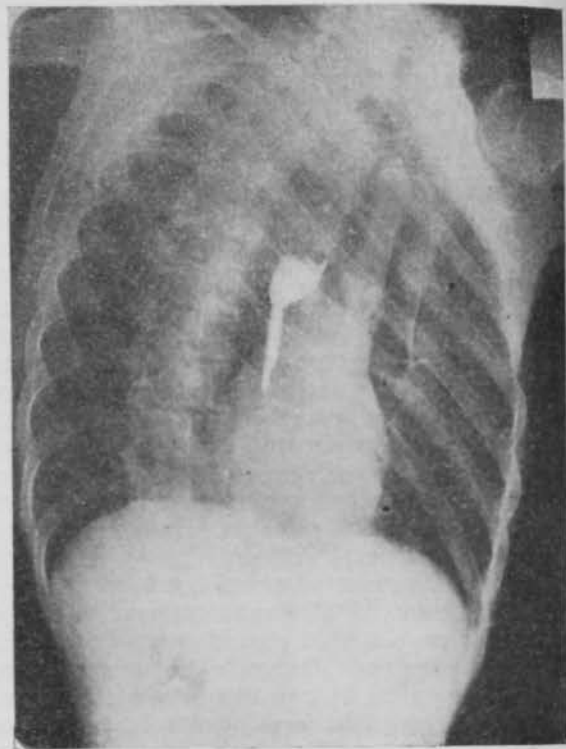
Caso 1. Radiografía preoperatoria.
